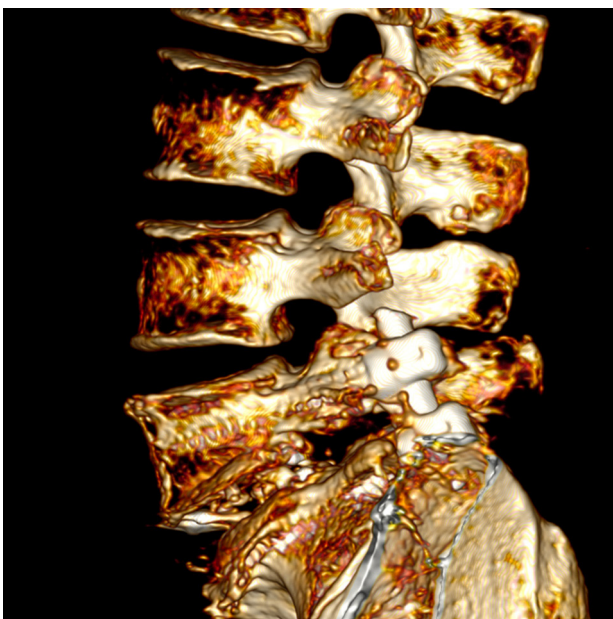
СКТ через 5 міс після хірургічного втручання: повна редукція лістезу та зрощення прооперованого сегмента
